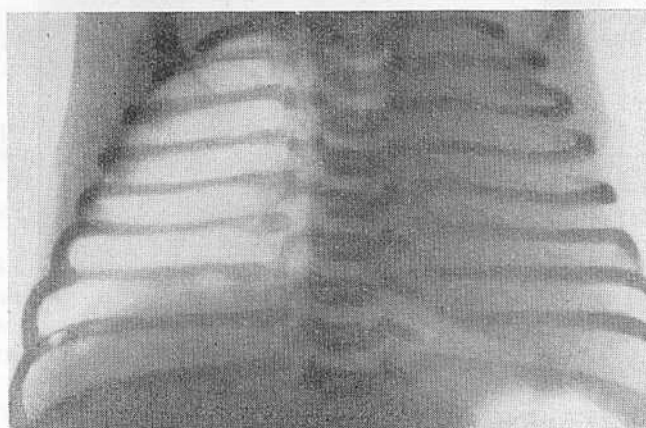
Рентгенограмма девочки 3 дней в передней проекции.
